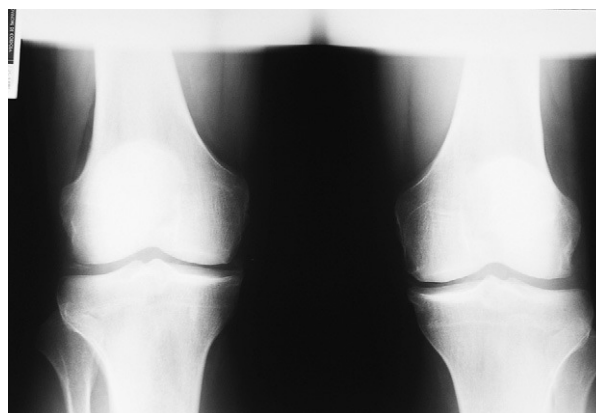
Radiografía anteroposterior de rodillas en la que se aprecia calcificación del cartilago articular.
